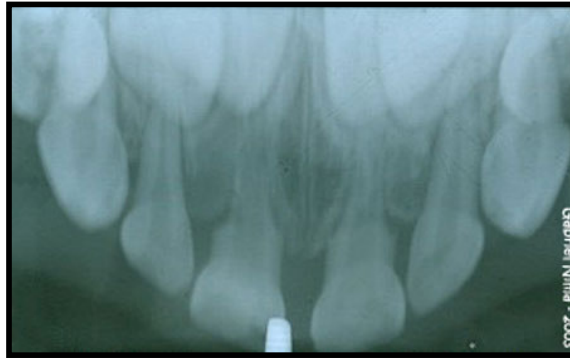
Radiografía oclusal superior que muestra resorción atípica de incisivos primarios⁴⁷
